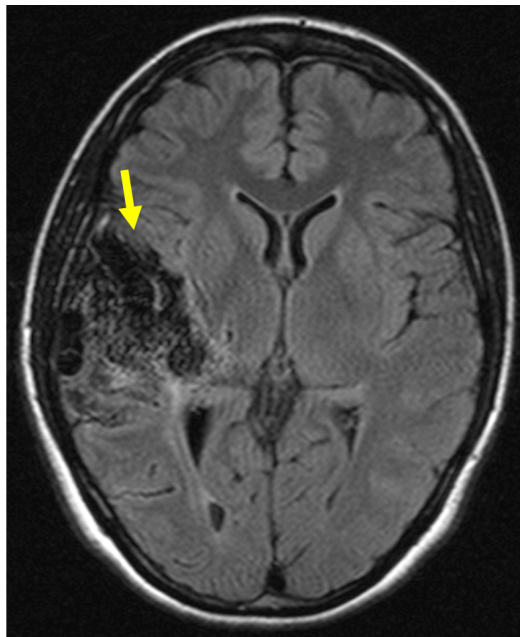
Axiale Schnitte einer kranialen MR in der FLAIR- Sequenz mit Darstellung einer sulko-gyral-subkortikalen, frontotemporal gelegenen AVM.
